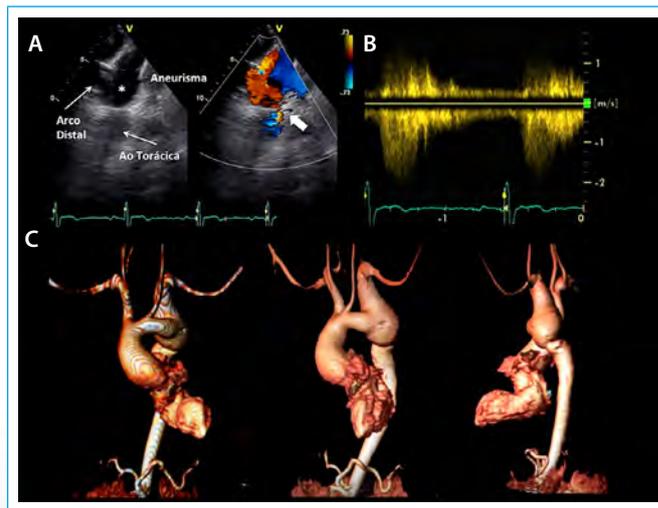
A: ecocardiografía transtorácica. Imagen bidimensional y con Doppler color desde proyección suprasternal de adulto con coartación reparada quirúrgicamente en la infancia y aneurisma en la región de la aortoplastia; B: el registro Doppler sugiere recoartación; C: estudio de angio-RM. Reconstrucción volumétrica de la aorta. Se aprecia dilatación de la aorta ascendente, con arco transversal de dimensiones normales y con un aneurisma entre el tercer arco aórtico y el istmo. Existe recoartación ligera
